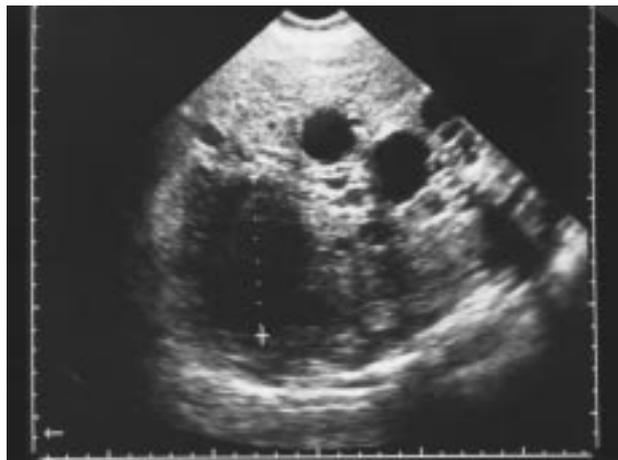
Ultrasonografía hepática con complicación de uno de los quistes, de 9,5 cm.
